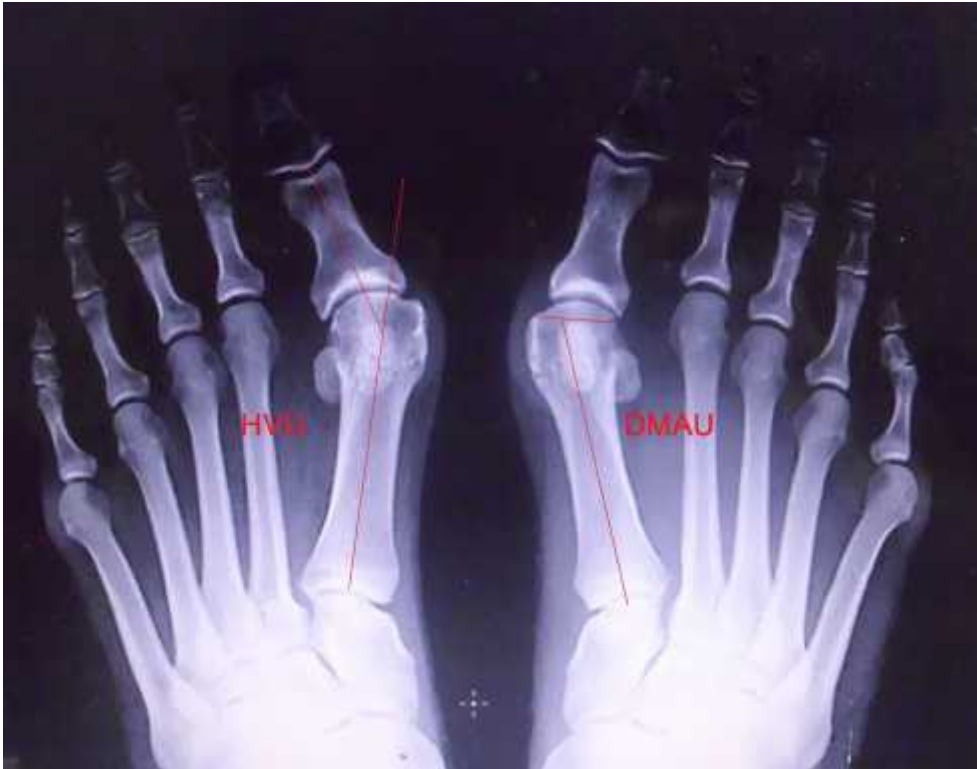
Utvrđivanje stepena deformiteta halux valgusa nakon urađenih radiografija stopala.
